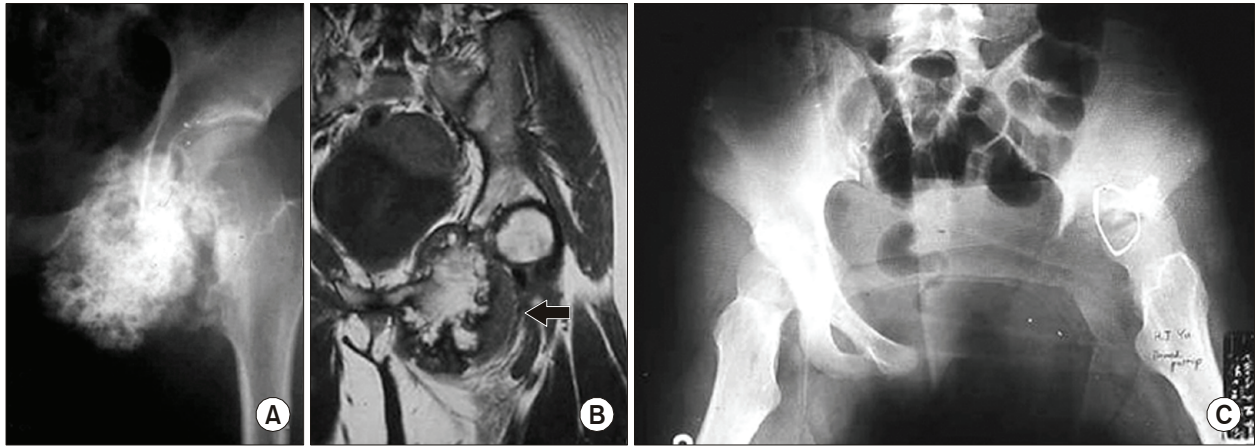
(A, B) Preoperative radiograph and MRI show a huge calcified mass of the pubis invading the inferior wall of the acetabulum. (C) A Type II+III resection was done and a limited arthrodesis was performed by wiring between the ilium and femoral head.
